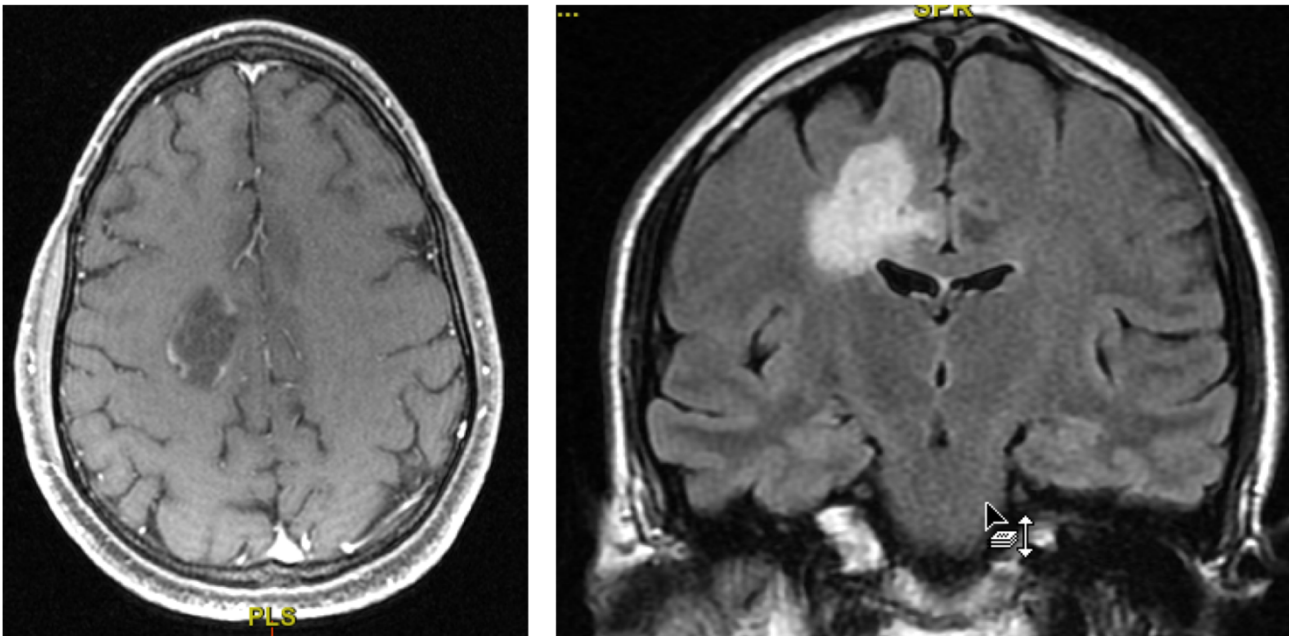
Imagen de lesión cerebral frontal derecha en estudio RM (secuencia FSE T1 con contraste intravenoso y T2 FLAIR).
